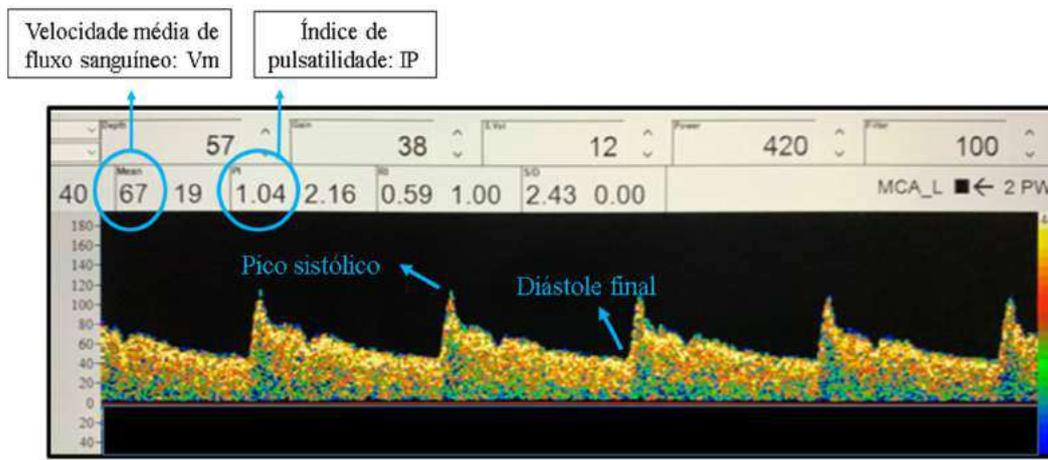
Principais dados avaliados no doppler transcraniano.
